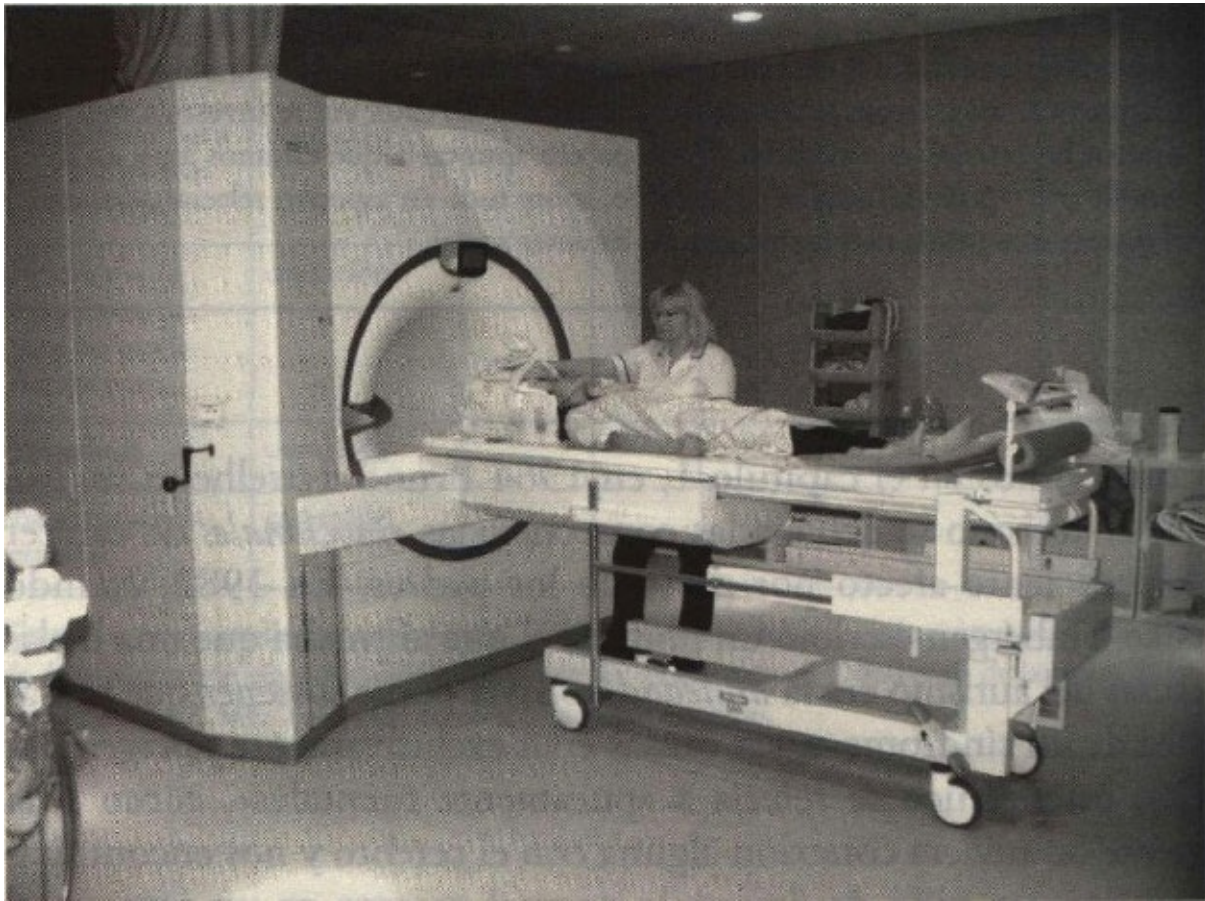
Un escáner de resonancia magnética.
